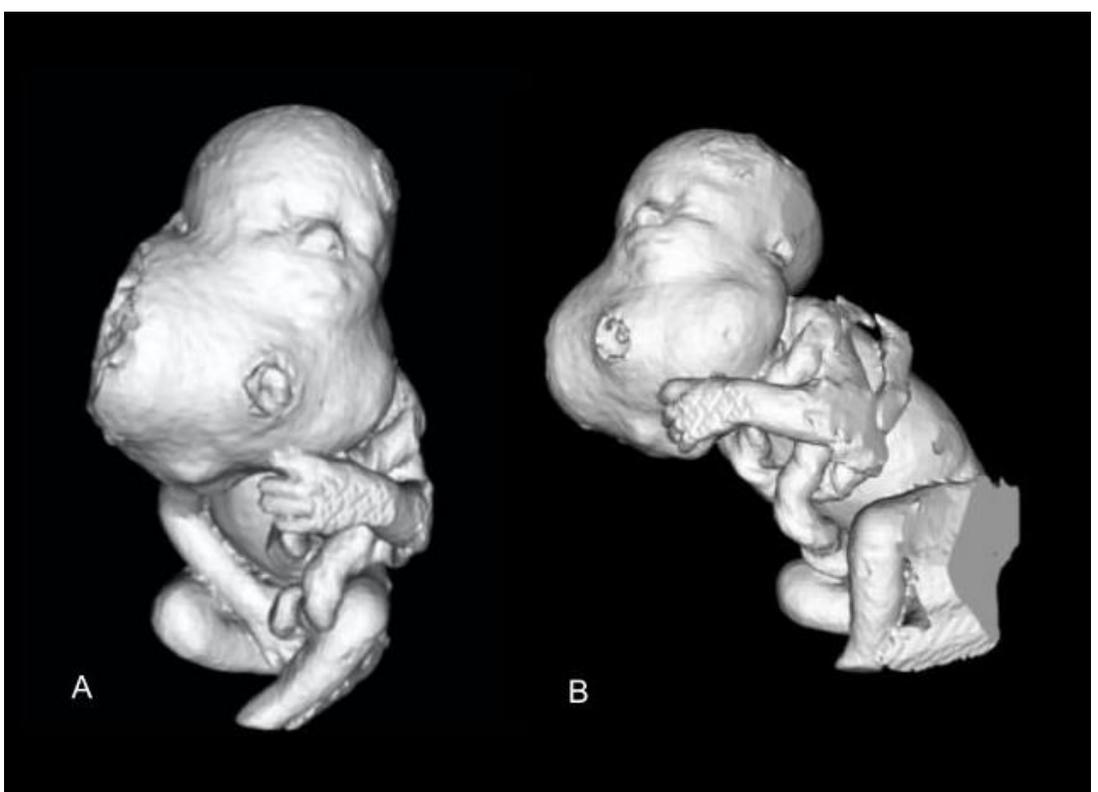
Reconstrucciones 3D a partir de volúmenes obtenidos por IRM.
